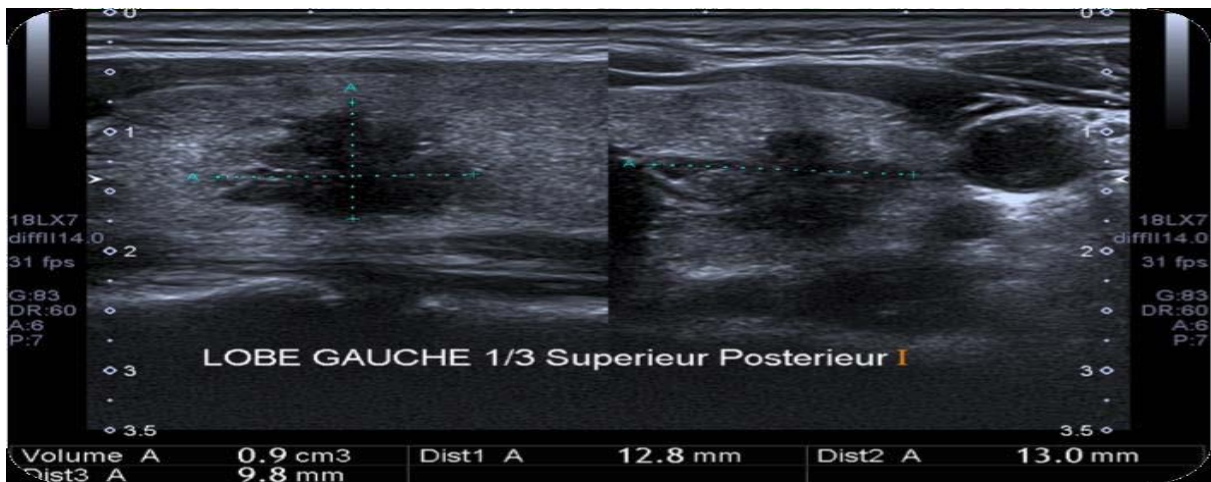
Aspect échographique d'un NT fortement hypoéchogène [78].
